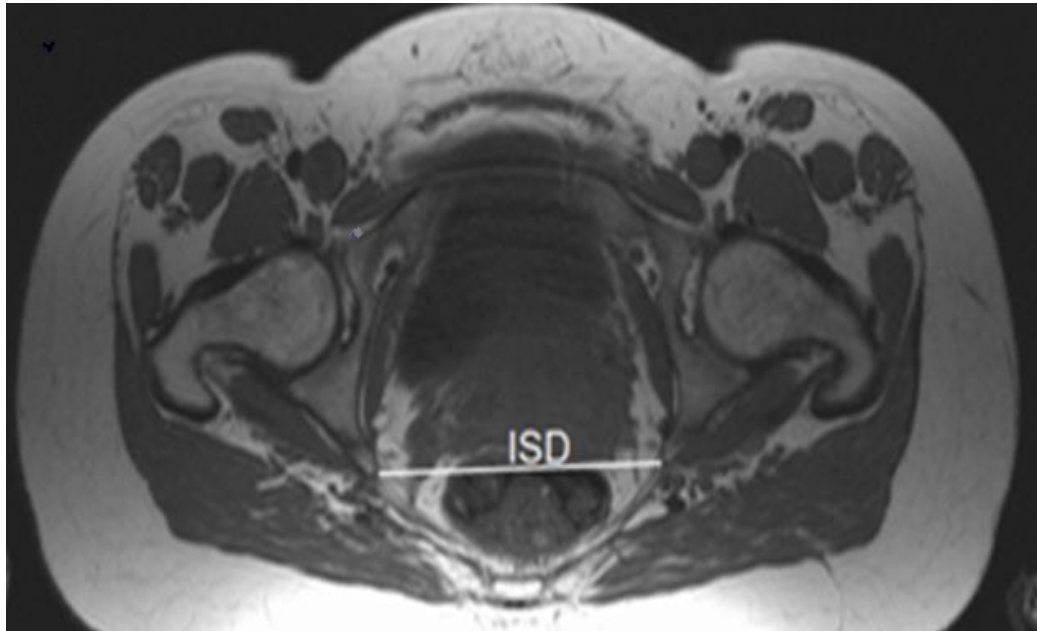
Messebene und Messung des interspinalen Abstands (engl. interspinous diameter ISD) im Transversalschnitt in T1-Wichtung (MRT-Pelvimetrie) [54]
